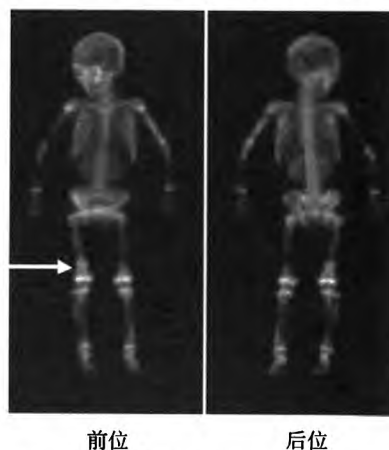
神经母细胞瘤股骨远端干骺端骨转移 $^{99\text{m}}\text{Tc}$ -MDP SPECT 全身骨显像图 患儿男性, 4 岁, 其干骺端/骨干的放射性计数比值: 右侧 $= 3.99$, 左侧 $= 1.71$, 箭头所示为转移部位。
